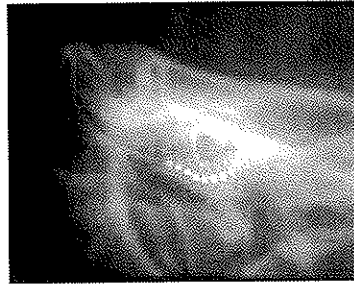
Radiographie post-opératoire d'un implant cochléaire
